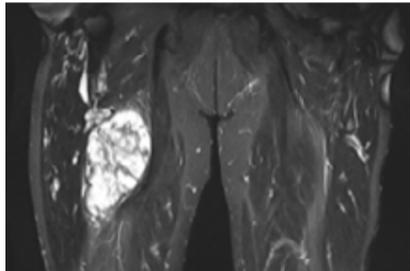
MRT des Tumors, in der dorsalen Oberschenkelmuskulatur gelegen.
